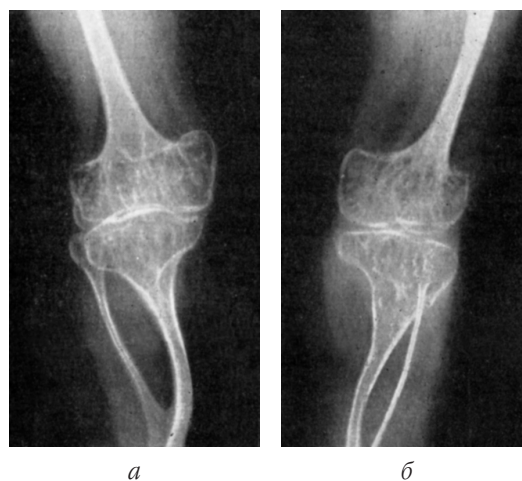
Рентгенограми нижніх кінцівок хв-го К., 19 років. Тонкі діяфізи і непропорційно великі епіфізи: права (а) і ліва (б) кінцівки
